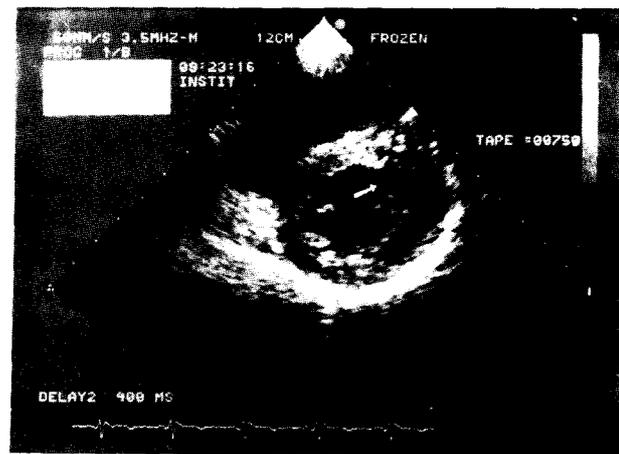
Ecocardiograma del mismo sujeto y en el mismo plano de examen y posición del transductor que en la figura 2A. Durante el esfuerzo isotónico intenso aparece una marcada zona discinética en la pared anterior del ventrículo izquierdo (flecha), que persiste hasta el tercer minuto de recuperación. (Tomado de referencia 28.)
